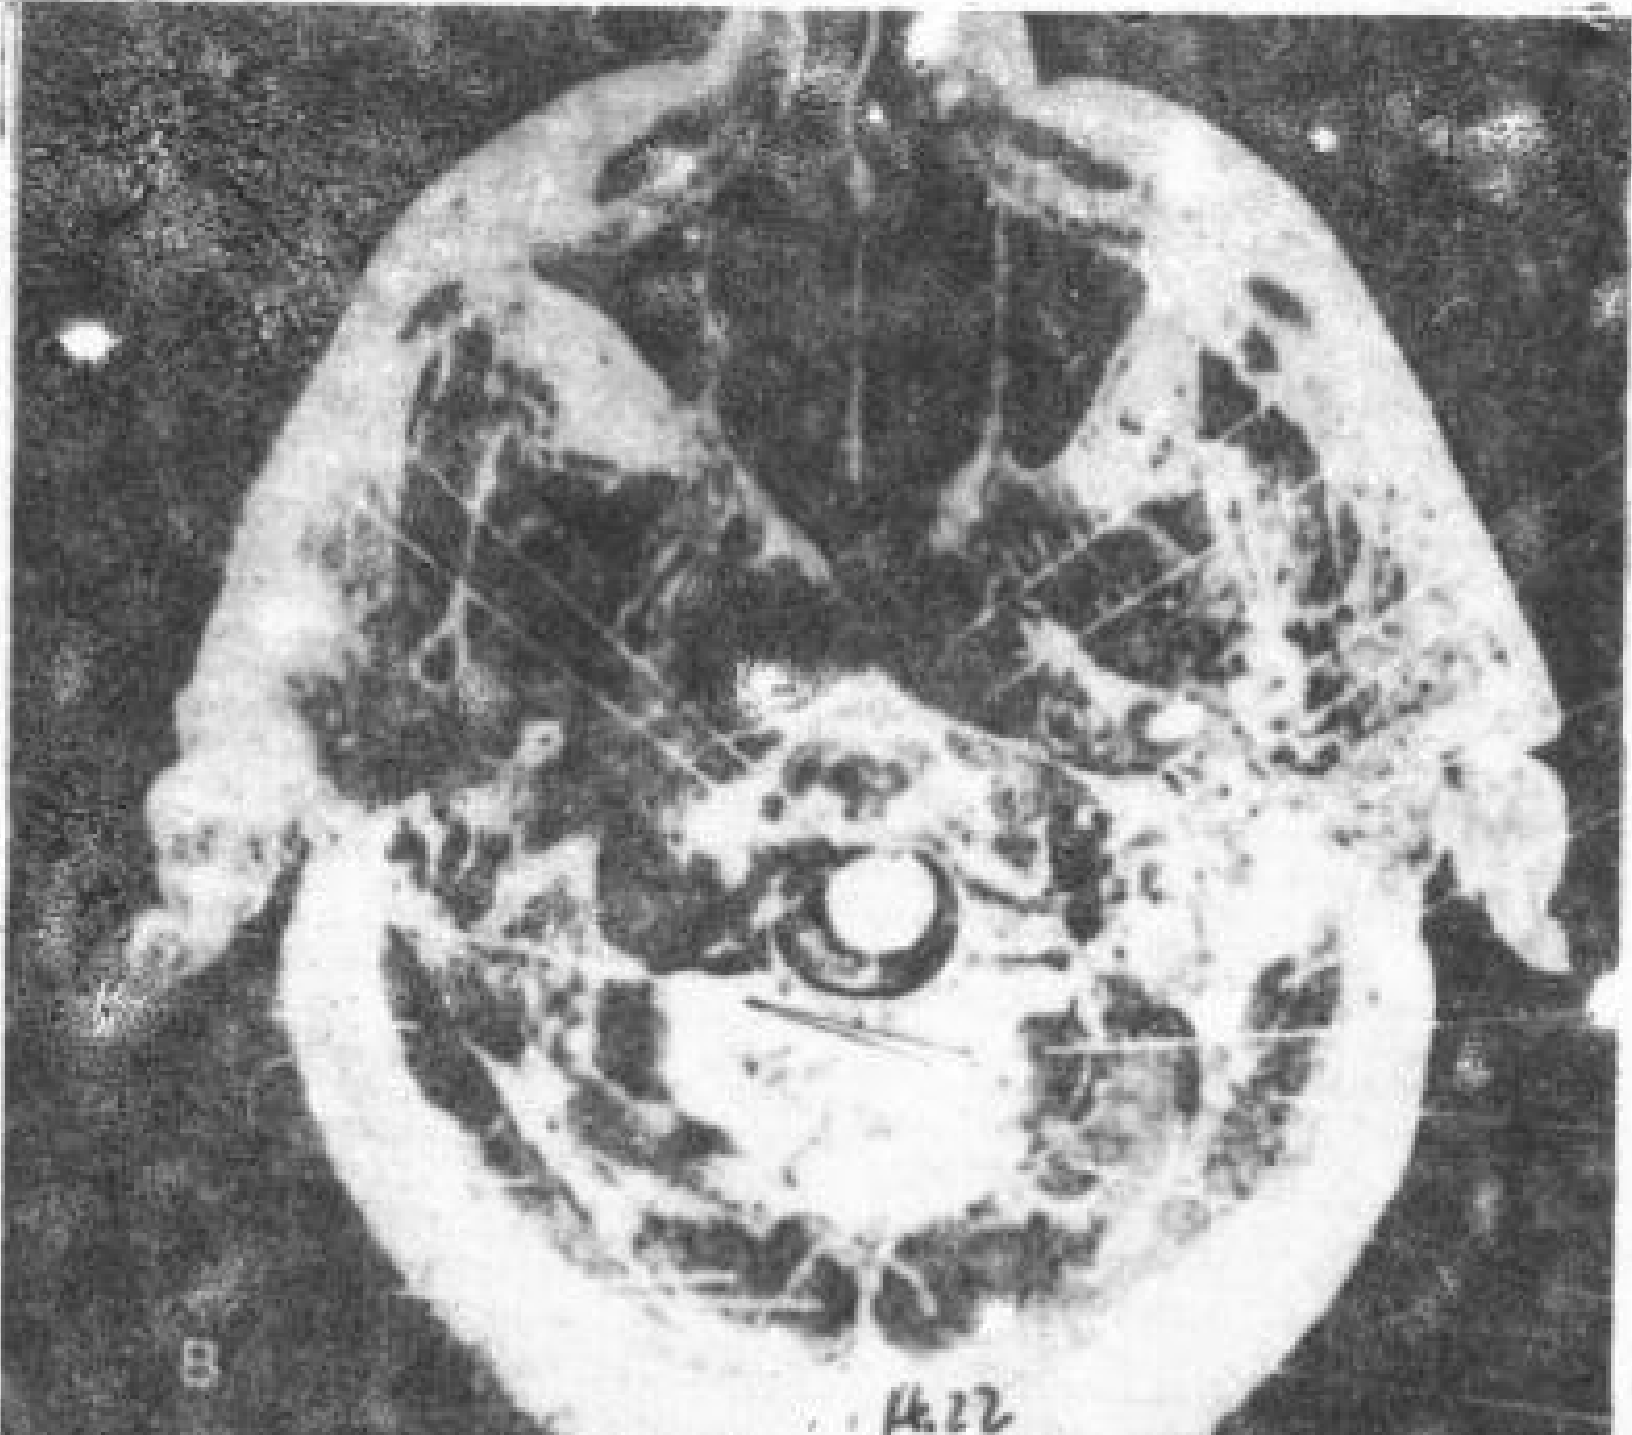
颈部肌肉解剖，CT 和尸解断面对照。A—枕骨平面；B——C<sub>1</sub> 平面；C—C<sub>2</sub> 椎体平面；D—C<sub>3</sub> 椎体平面；E—C<sub>5</sub> 椎体平面；F—C<sub>7</sub> 椎体平面。
